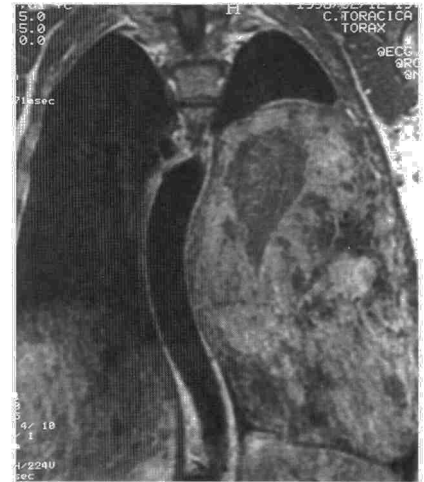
Resonancia magnética de tórax en la que se aprecia el gran tamaño del tumor y el desplazamiento mediastínico y diafragmático.
